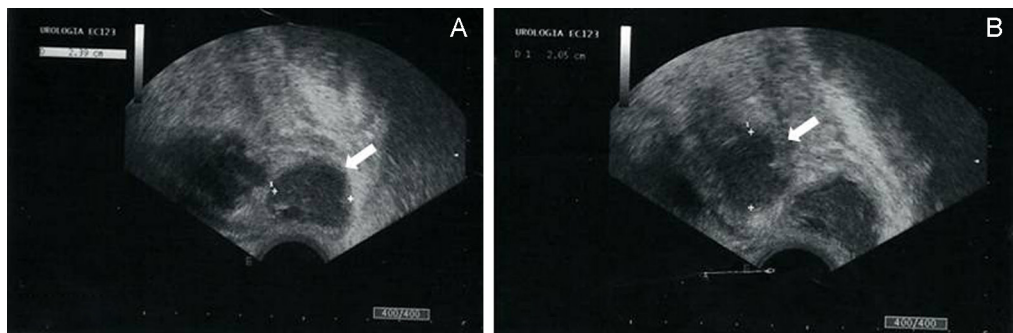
A) Ecografía transrectal en la que se observa un área hipoeoica de 2,39 cm en la porción inferolateral del lóbulo prostático derecho. B) Ecografía transrectal en la que se observa un área hipoeoica de 2,05 cm que se extiende hacia el espacio isquiorrectal.
